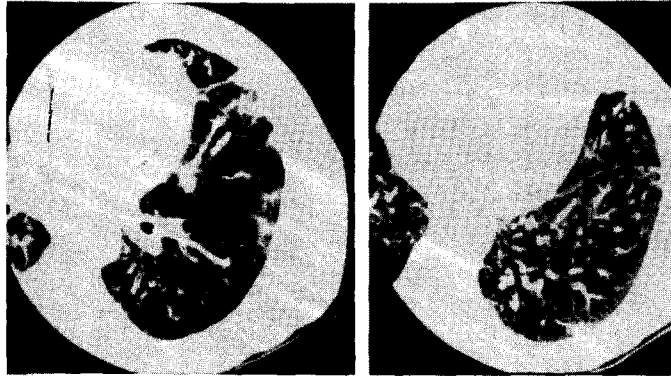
High resolution chest CT at the same time of fig 3 showed patchy airspace infiltration surrounded by lesions with ground-glass appearance on bilateral lung field. Patchy consolidations are also observed in interstitium.
